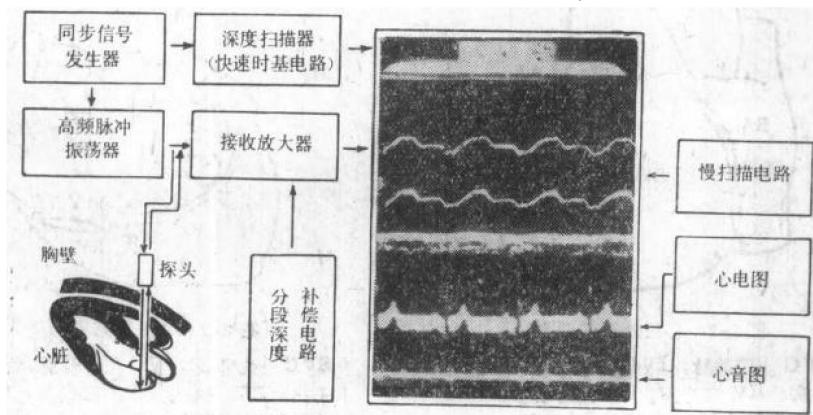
超声心动图仪工作原理(一)——仪器方框图(详见本文)
